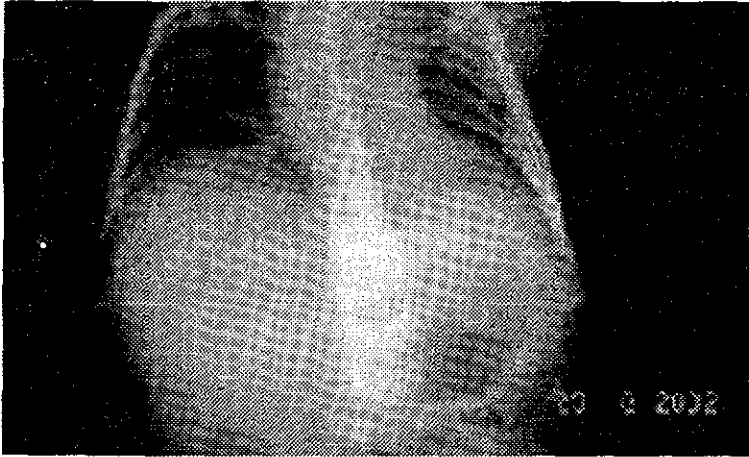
Radiografía de tórax que muestra escoliosis dorsal con convexidad hacia la derecha
